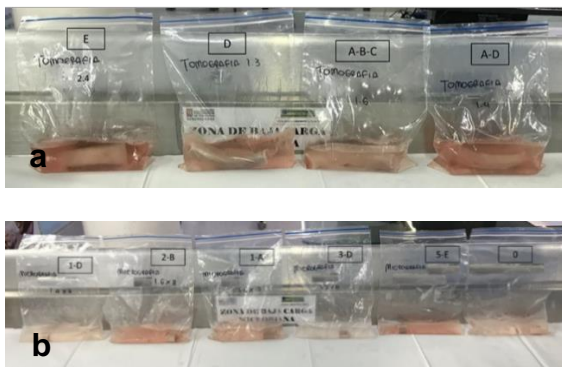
Muestras de hueso de costilla porcino en solución salina a un pH de 7,0; a: Cuatro huesos de costilla porcino para tomografía. b: 6 huesos de costilla porcino para micrografía
